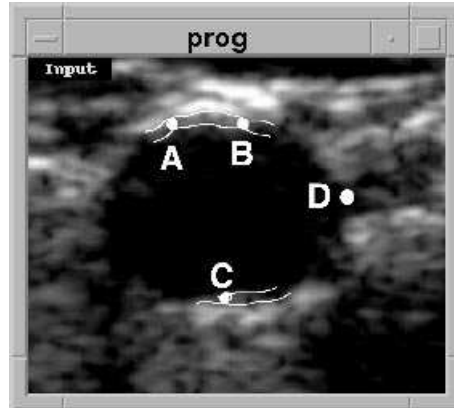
Qualité du signal échographique relativement à l’incidence des ultrasons.
